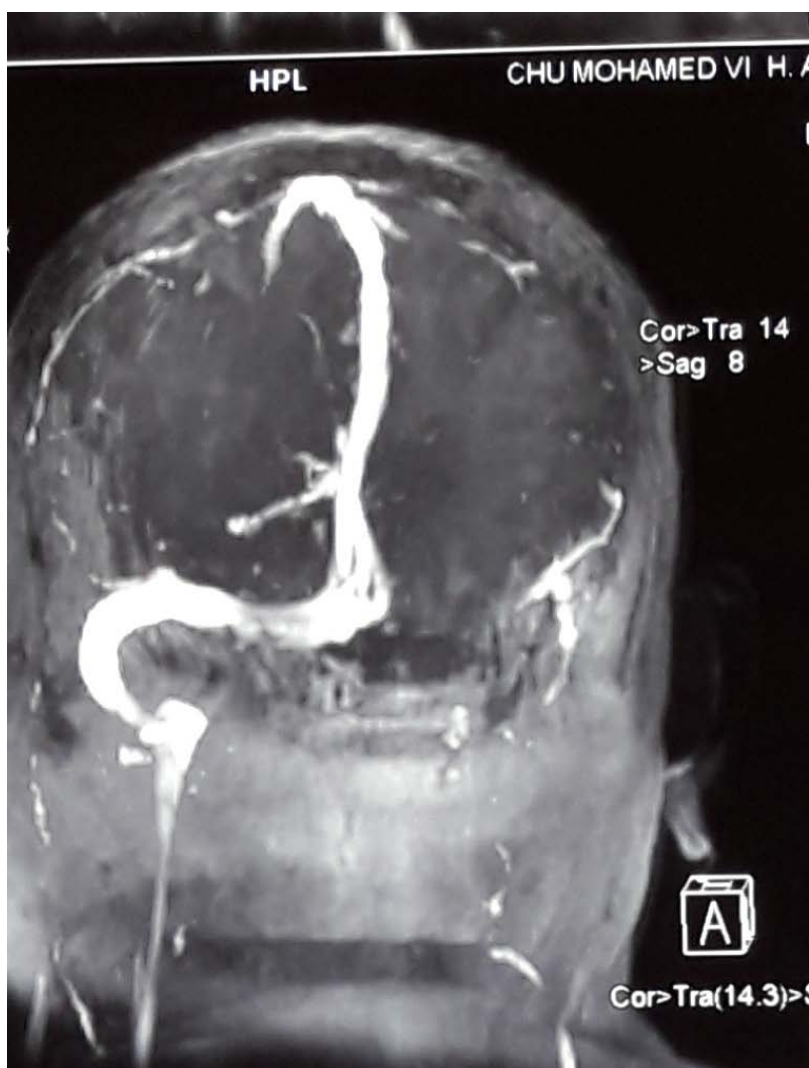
Angio-IRM en 2D TOF, montrant une thrombose du sinus latéral gauche
